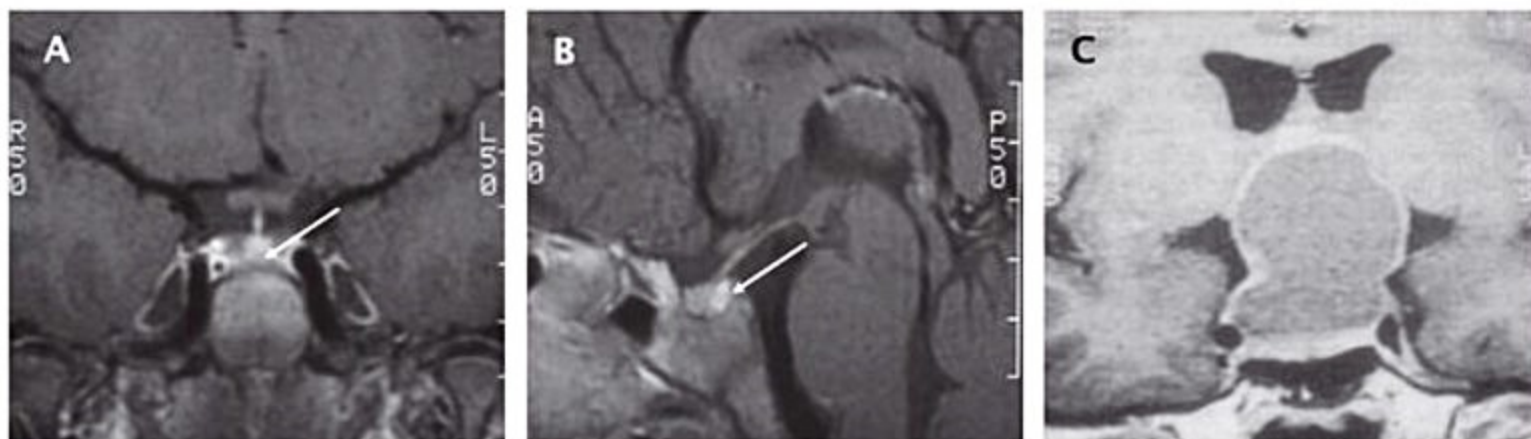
Ressonância magnética (RM) de hipófise. (A) corte coronal T1, (B) corte sagital T1, mostrando o sinal brilhante da neuro-hipófise (seta). RM de hipófise - (C) corte coronal T1 - de um paciente com craniofaringioma (lesão cística volumosa com expansão supraselar).
